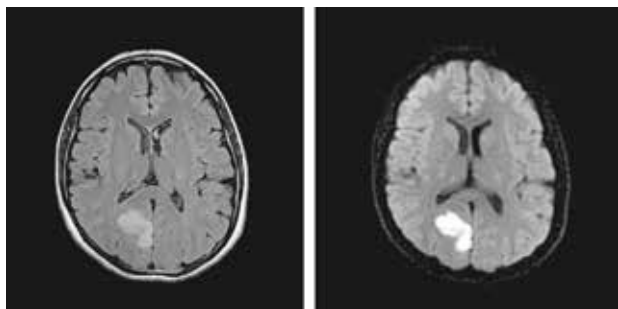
Infarto occipital derecho agudo (derecha en secuencia FLAIR e izquierda en difusión) en mujer de 32 años con migraña con aura conocida durante un ataque de migraña con aura visual prolongada más de 24 h con hemianopsia homónima izquierda en la exploración neurológica. Estudio cardiovascular, arteriografía cerebral y análisis de trombofilias normales.
